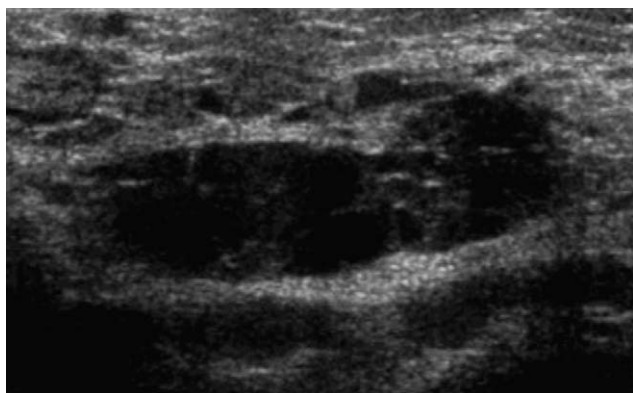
Ecografía en modo B que muestra una masa ovalada, heterogénea, formada por varias estructuras hipoeicas y localizada en la región inguinal derecha.
